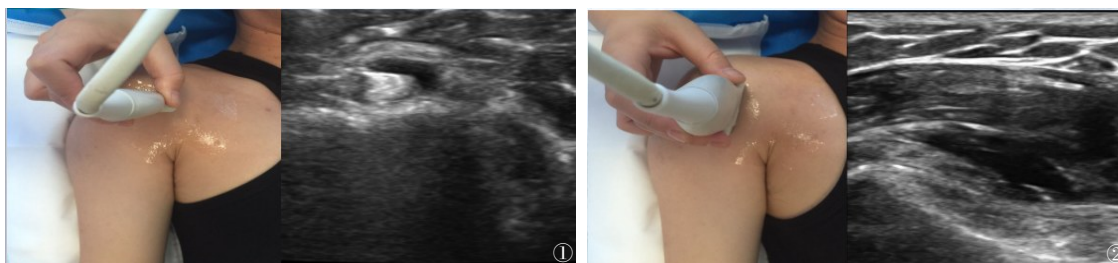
~2 男性,35岁,肱二头肌腱鞘炎患者。图1 短轴检查体位及超声图像,箭头所指为腱鞘积液;图2 长轴检查体位及超声图像,箭头所指为腱鞘积液
